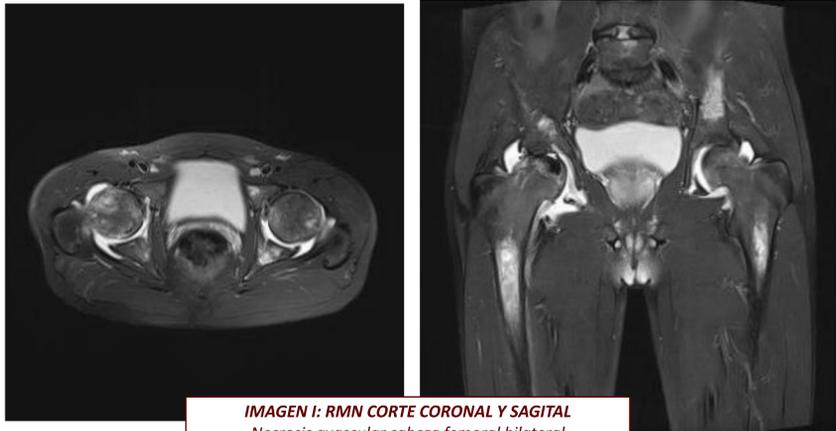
IMAGEN I: RMN CORTE CORONAL Y SAGITAL
